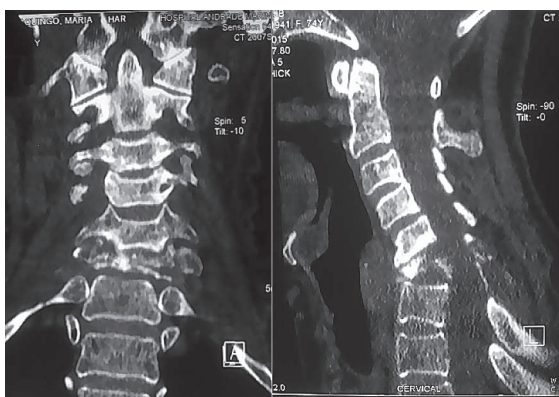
TAC, corte coronal y sagital. Aplastamiento C6 y C7.
